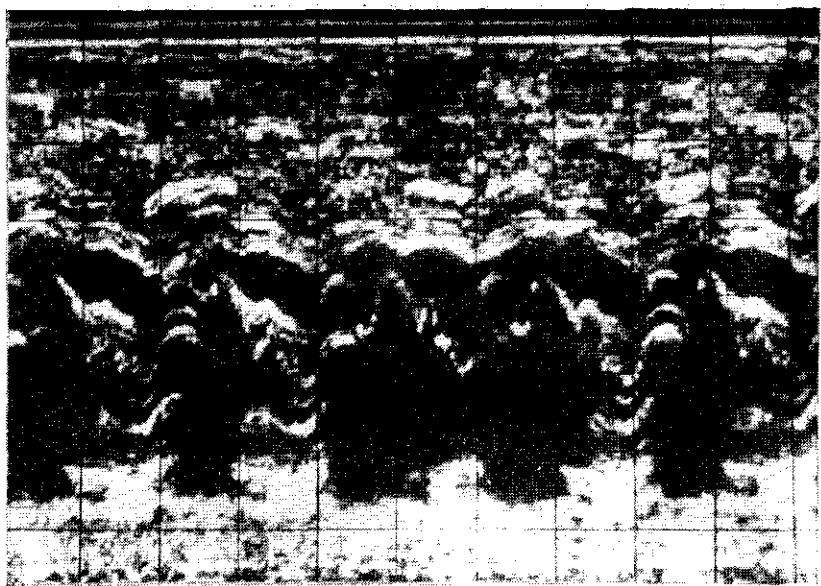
Эхокардиограмма при обструктивной ГКМП в режиме М.
